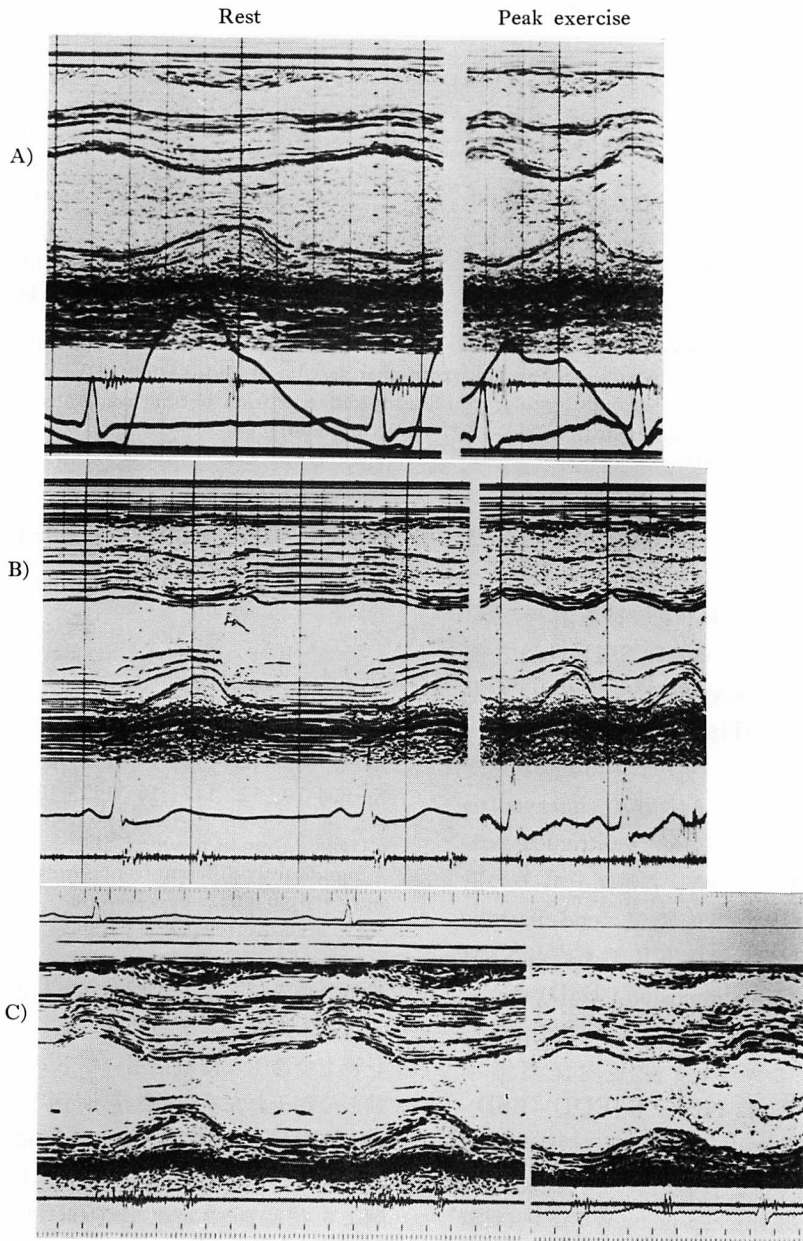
Representative exercise echocardiograms in three patients.
